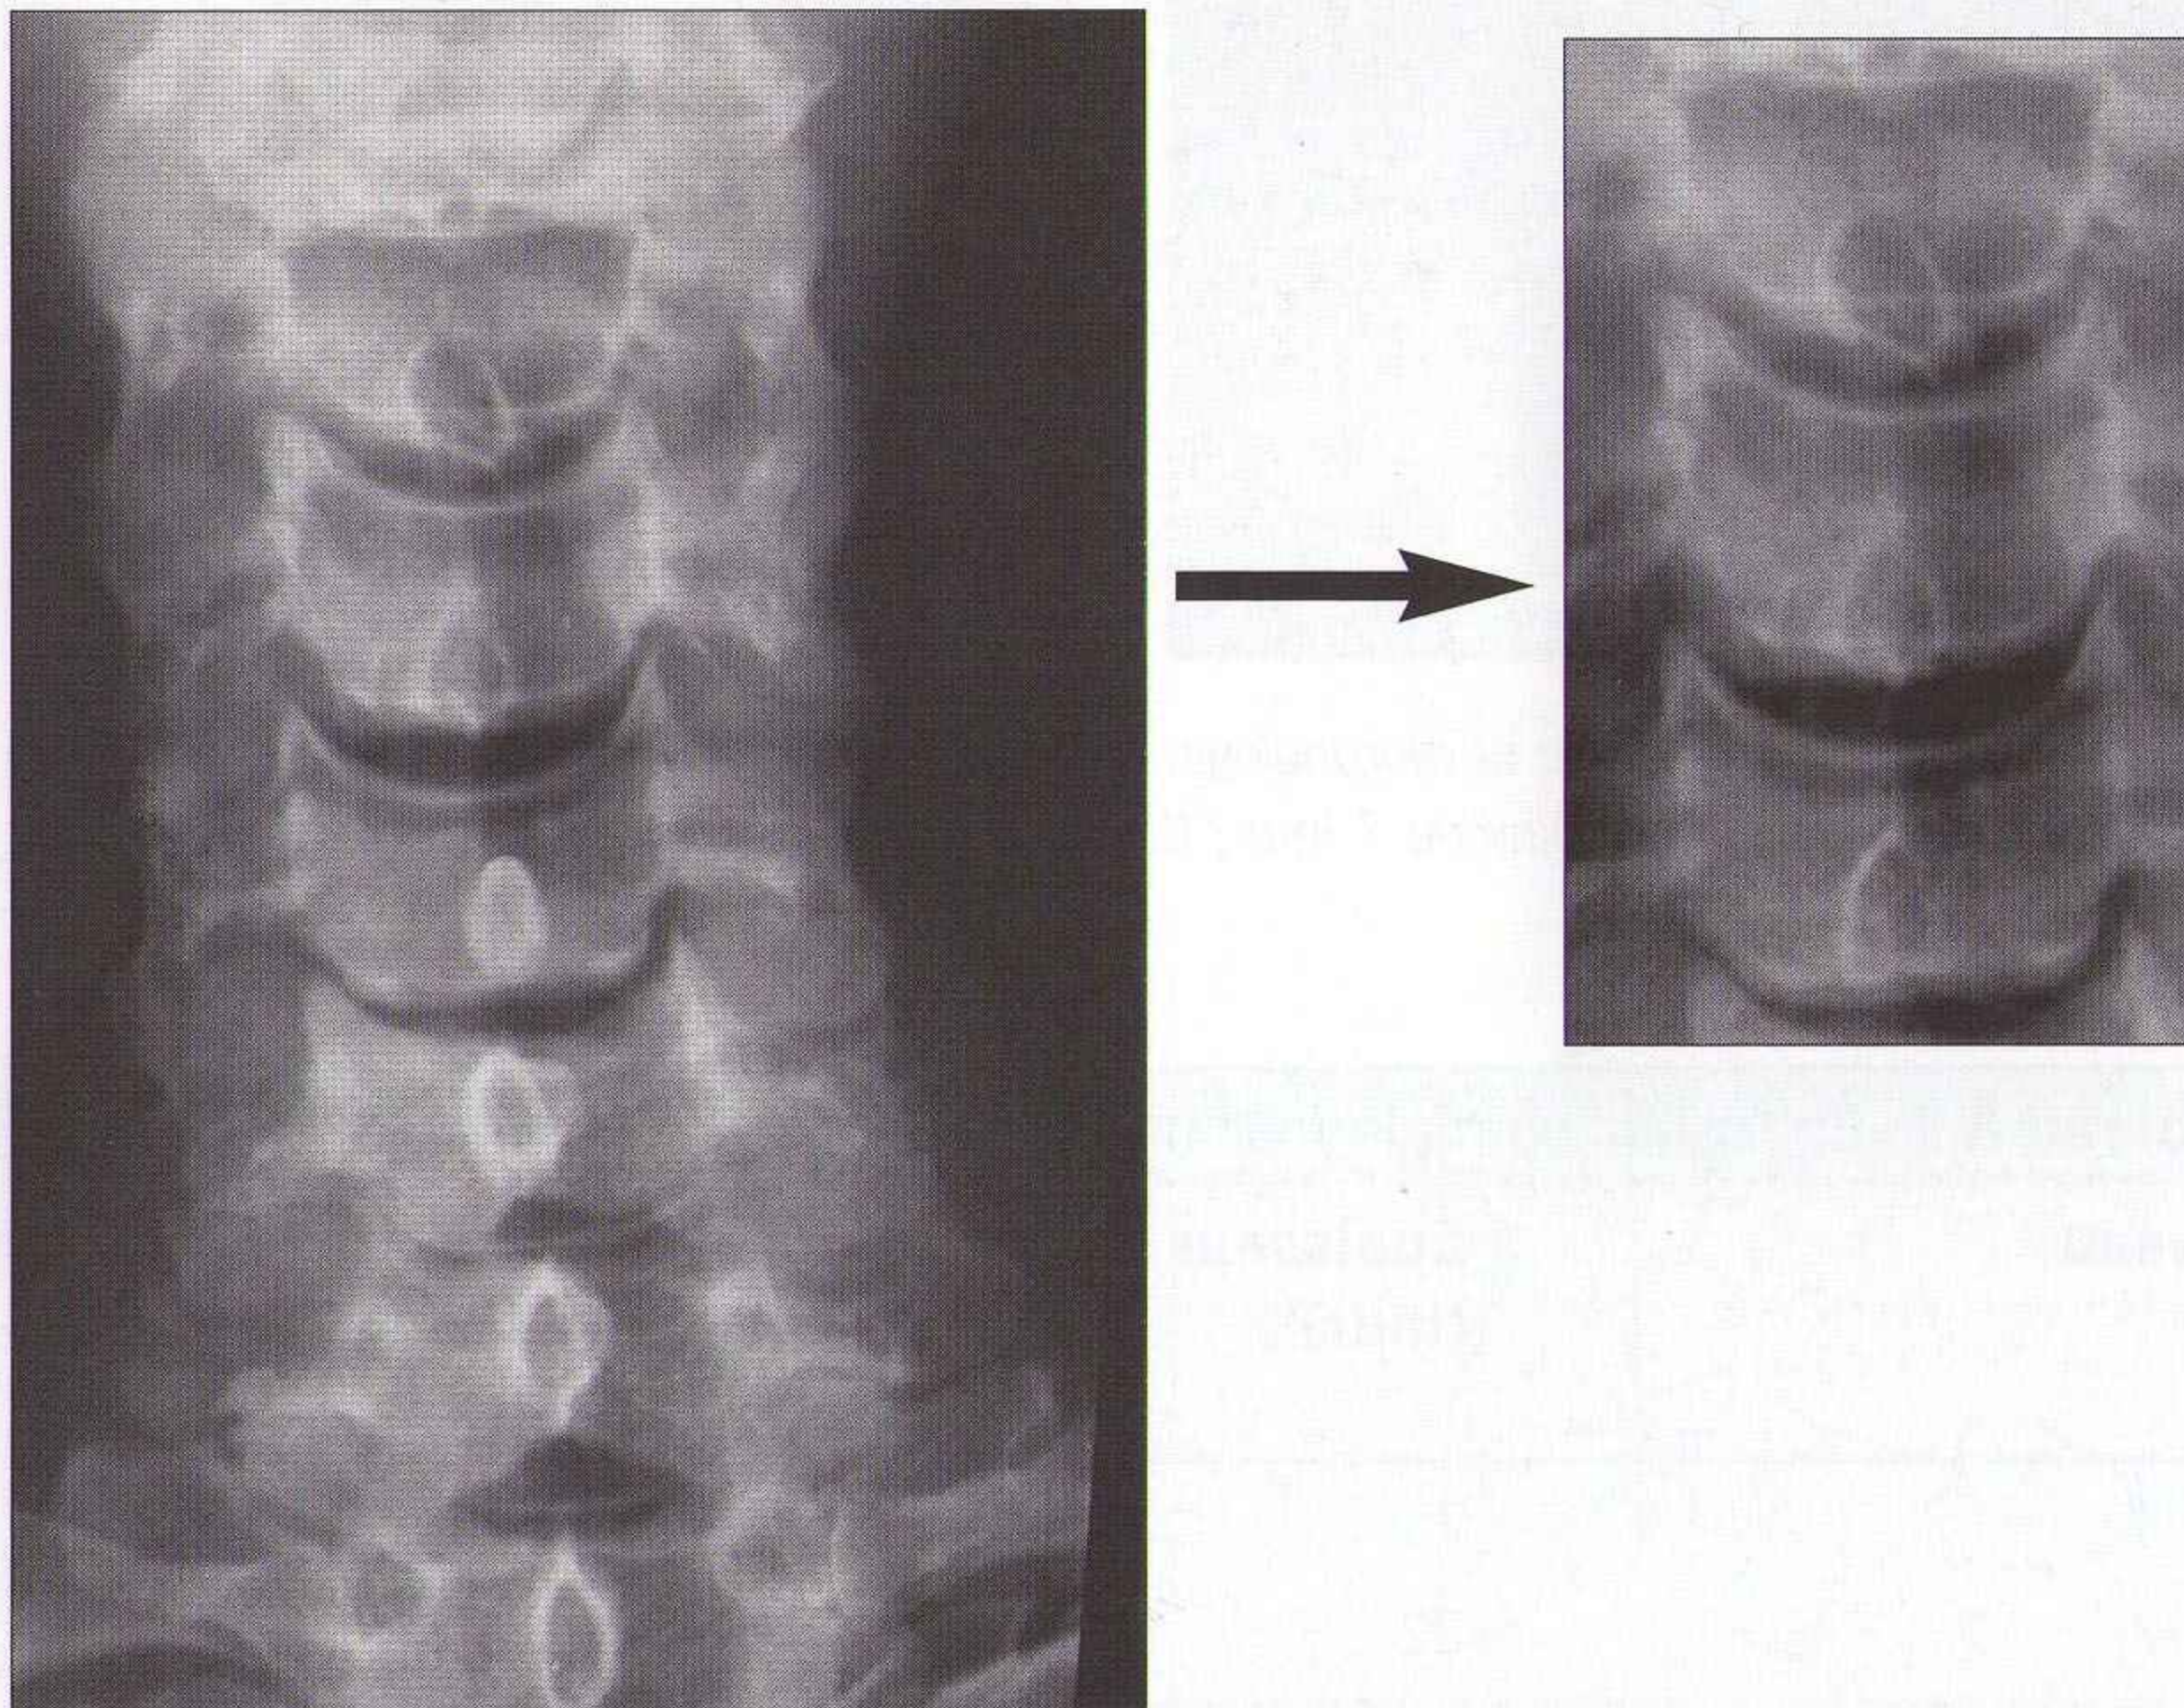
Radiographie de face normale : les processus épineux sont alignés. La distance interépineuse doit être similaire d'un espace à l'autre.
